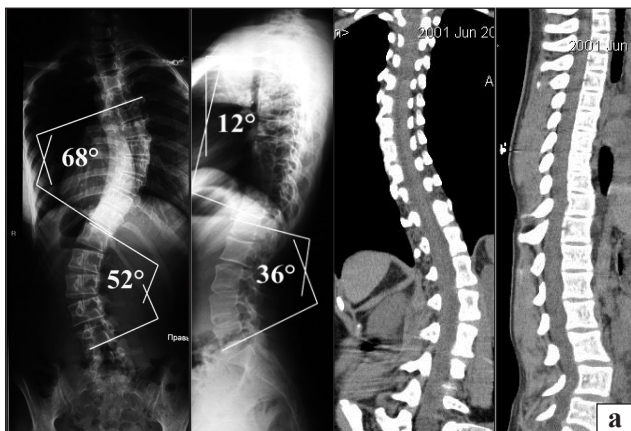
Рентгенограммы и КТ-сканы пациента Ш. до (а) и после операции (б)
